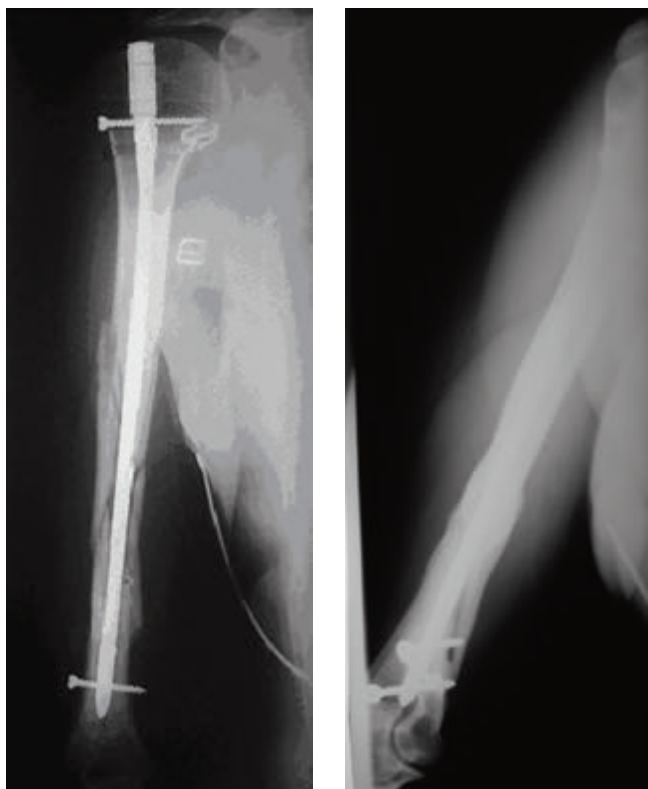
а) Рентгенограмма больной Л. на следующий день после операции
